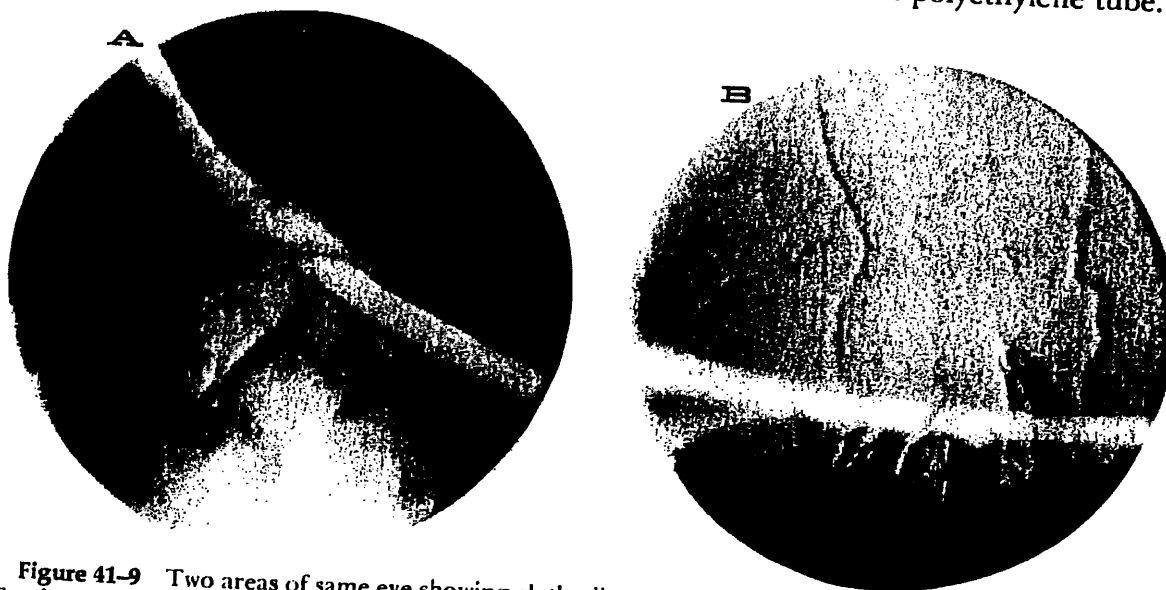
Two areas of same eye showing clothesline syndrome after insertion of Arruga suture. (A) Erosion developed rapidly in area treated with cryoapplications without scleral undermining. (B) Erosion present even in area that shows almost no chorioretinal scarring from cryoapplications. Wherever suture has eroded through choroid, retina is elevated in sharp fold but so far without recurrence of retinal detachment. (TC 10,280)
